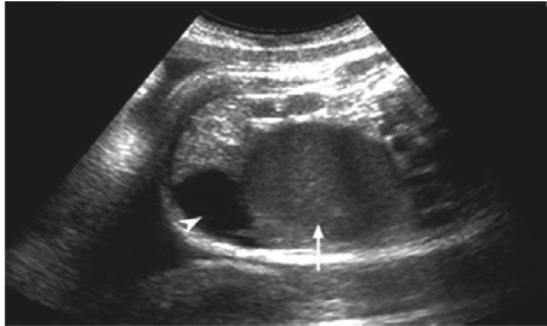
échographie anténatale montrant une masse remplie de liquide (pointe de flèche) derrière la vessie (flèche)
